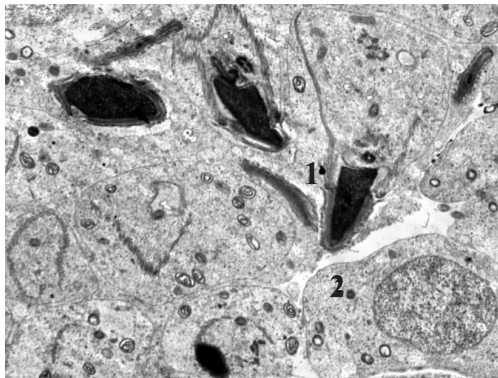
Ультраструктура сперматогенного эпителия извитого семенного канальца яичка животного спустя 14 дней после экспериментальной реперфузии семенного канатика с применением коррекции. Ув. $\times 7000$: 1 - сперматозоид на стадии формирования; 2 - сперматиды
